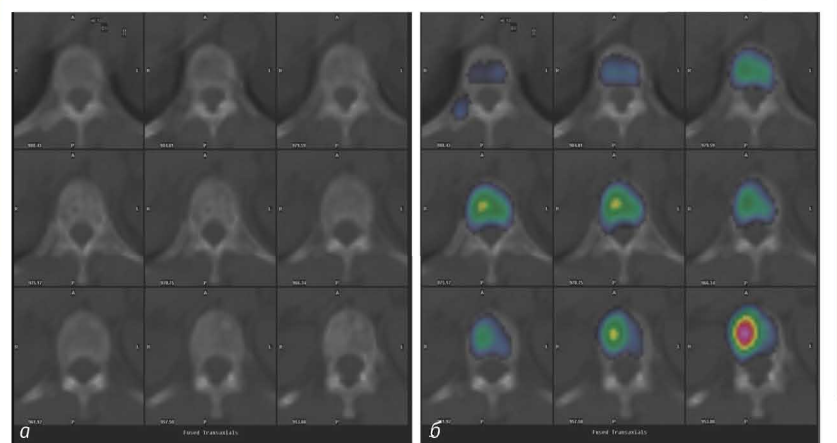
Фрагмент обстеження пацієнтки І., 56 років, з діагнозом раку правої грудної залози: а) аксіальні КТ-зрізи, на яких визначаються літичне вогнище зі склеротичним обідком (середній ряд зображень) та склеротичне вогнище в тілі хребця без чітких контурів (нижній ряд); б) суміщені ОФЕКТ/КТ-зрізи, на яких проілюстровано фіксацію РФП у зазначених вогнищах
